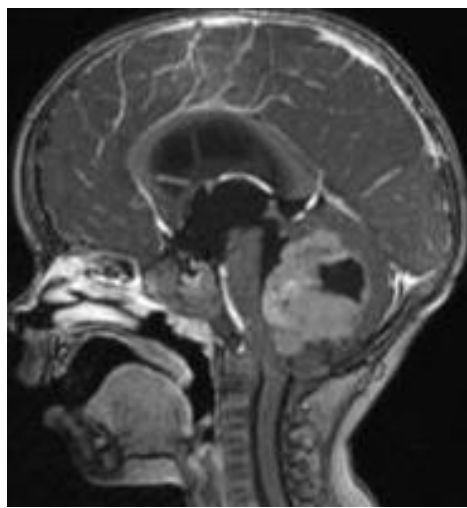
Б-ая З., и/б 392/05. МРТ головного мозга с контрастом T1 сагиттальный срез: определяется опухоль червя мозжечка с распространением в 4 желудочек.
